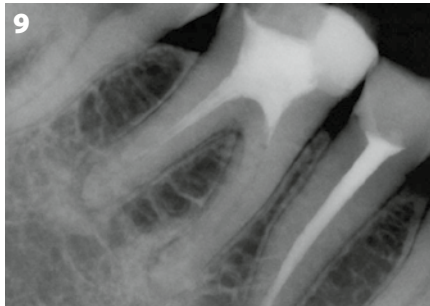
Röntgenbild der Ausgangslage.
